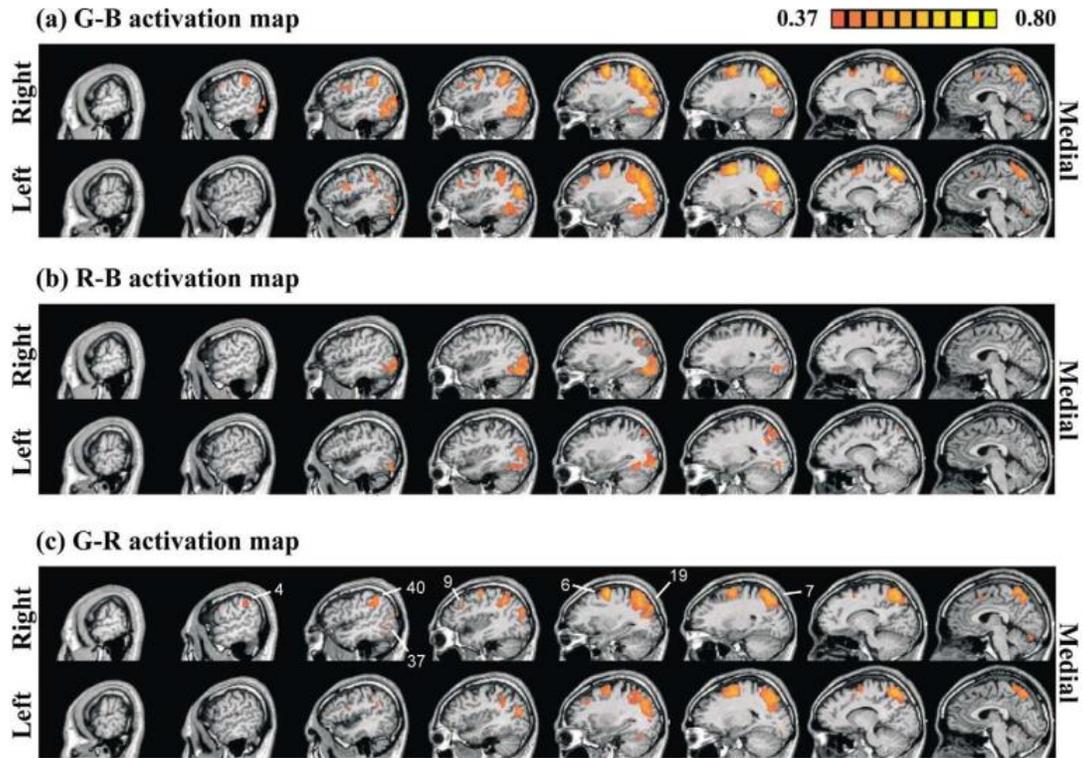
IRM de activación cerebral en tareas ajedrecísticas (Atherton, Zhuang, Bart, Hu, & He, 2003)
